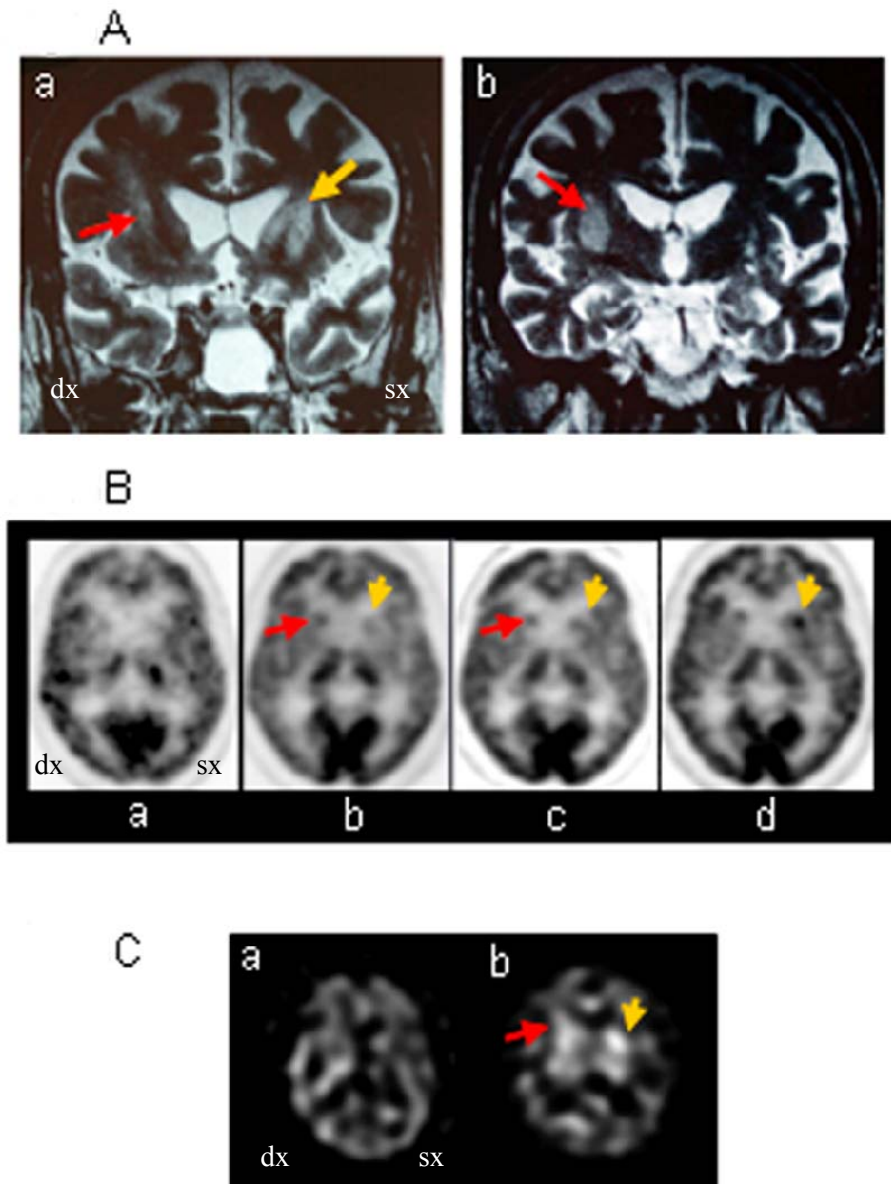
Imaging del paziente 3. A) Immagini RM T2 ottenute 18 mesi dopo il trapianto di destra e 16 dopo quello di sinistra. B) Immagini ^{18}F FDG-PET: a) Prima dell'intervento, b) 9 mesi dopo l'intervento di destra, c) 12 mesi dopo l'intervento di destra, d) 18 mesi dopo l'intervento di destra. C) Immagini ^{123}I IBZM-SPECT: a) Prima dell'intervento, b) 18 mesi dopo l'intervento di destra.
